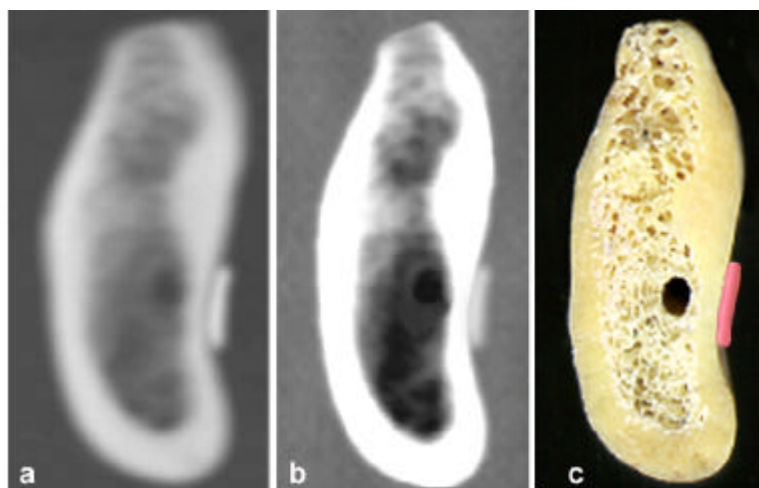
Imagens de tomografia hipocicloidial (a), computadorizada (b) e da secção anatômica de um mesmo sítio (c).
